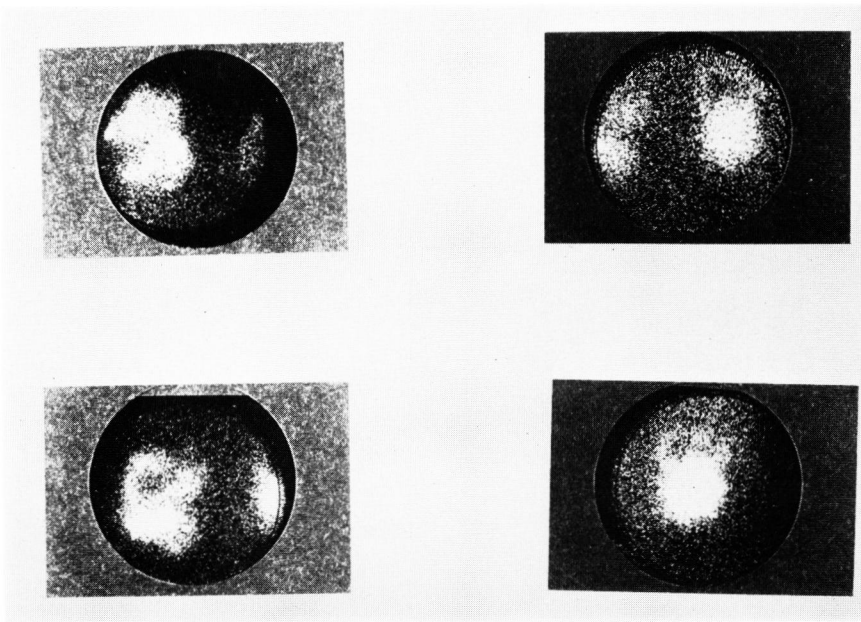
^{99m}Tc -DMSA renal scintigraphy of 42-year-old man with polycystic kidney
